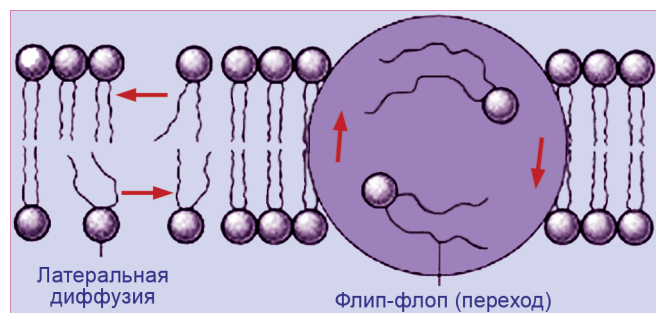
Облегченный перенос ЖК в форме лизофосфатидилхолинов из наружного монослоя во внутренний по механизму флип-флоп и путем латеральной диффузии.
